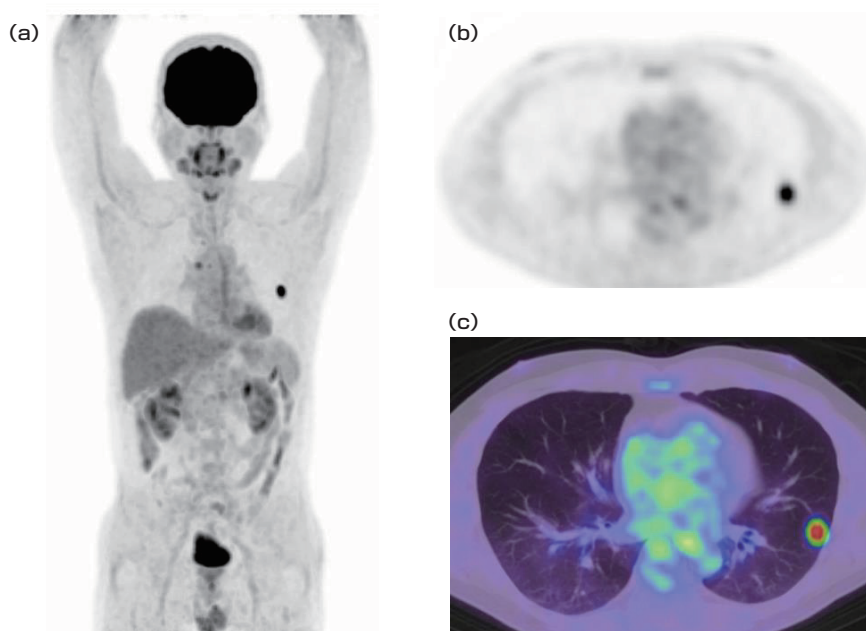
^{18}F -FDG PET/CT(a:MIP画像, b:PET画像, c:PET/CT画像)にて左肺S5の結節に異常集積を認めた(SUVmax=8.56)。形態から転移性肺腫瘍が疑われるが、原発巣の存在を疑わせる異常集積は指摘できなかった(a)。また縦隔リンパ節に淡い異常集積が認められた(a)。
